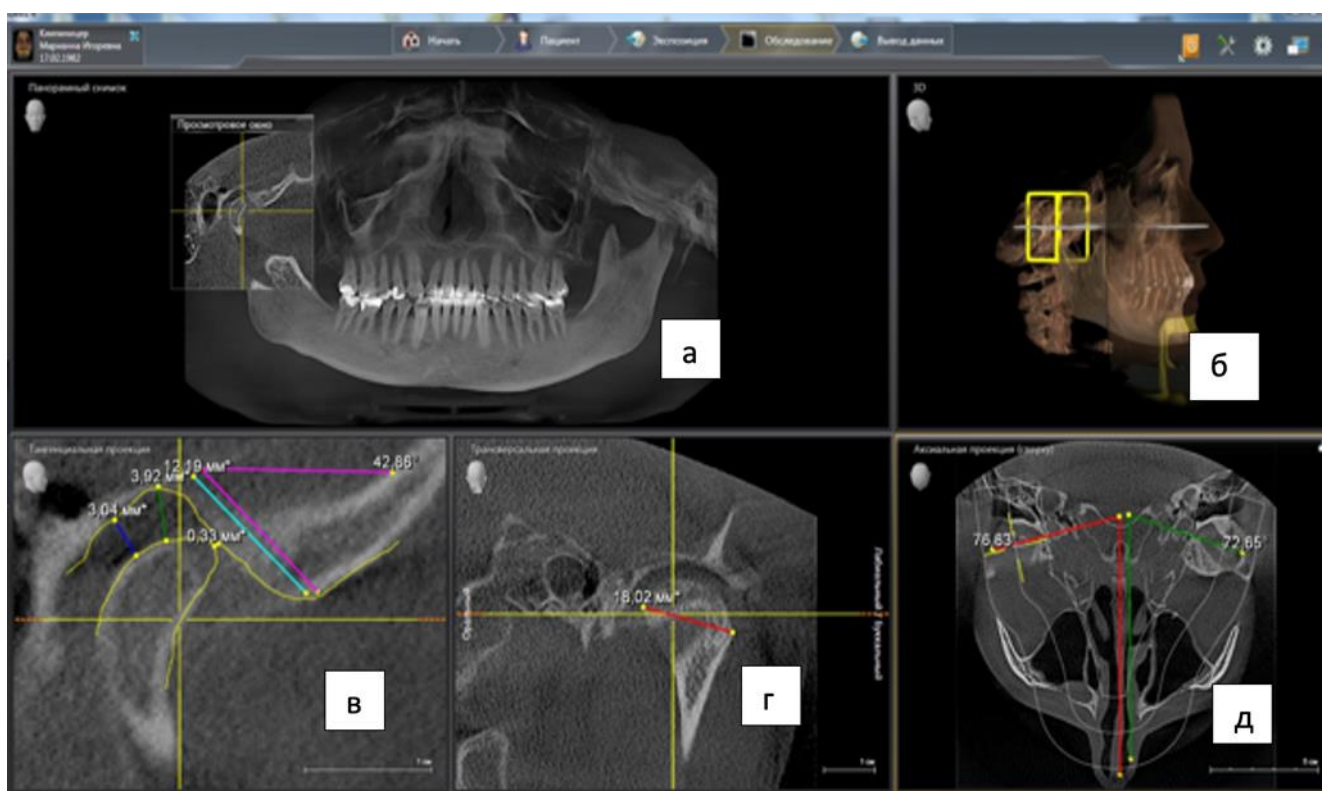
Фото компьютерной томограммы зубочелюстной области: а – панорамный снимок, б – 3D изображение, в – тангенциальная проекция ВНЧС, г – трансверсальная проекция ВНЧС, д – аксиальная проекция ВНЧС (вид сверху)
